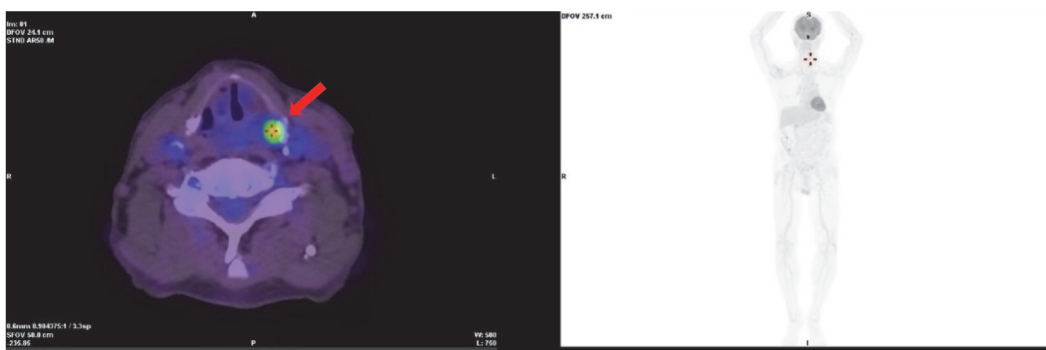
在正子斷層造影中，發現咽喉左側梨狀窩對 18F-FDG 葡萄糖有異常活性吸收，懷疑為不明腫瘤增生。
